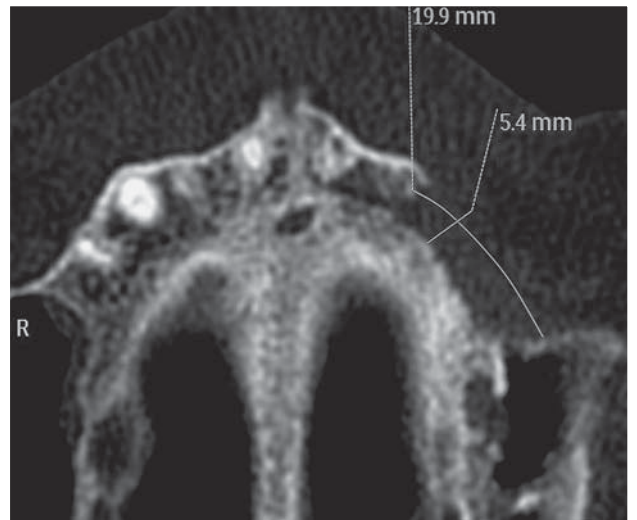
МСКТ-изображение, аксиальная плоскость. Очаг деструкции костной ткани в боковом отделе верхней челюсти слева. Сформированный секвестр, окруженный демаркационной линией по всем поверхностям. Неравномерное повышение плотности костной ткани.
